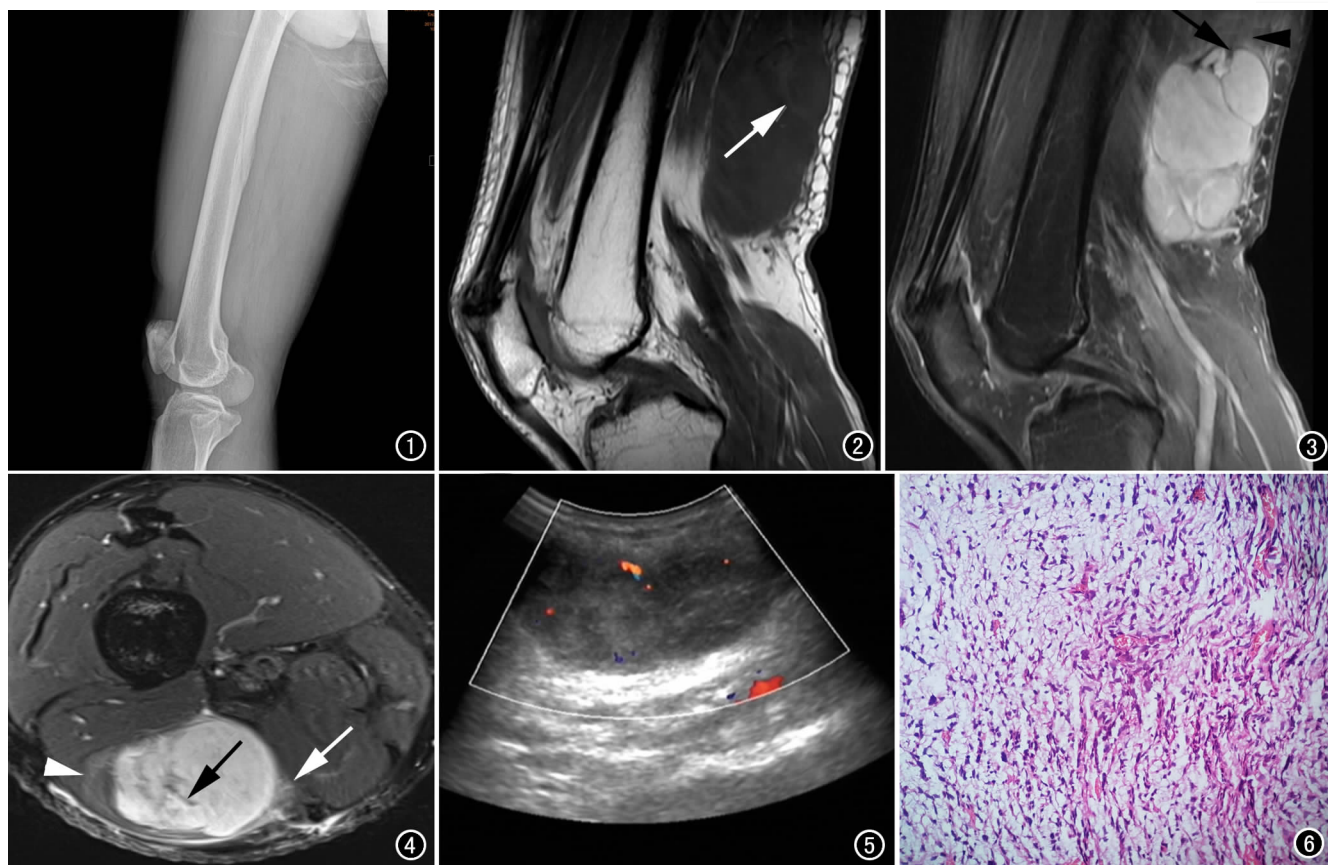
侧位片示右股骨后方软组织层次模糊, 股骨未见异常。图 2 T_1 WI 序列矢状面右股骨后方软组织内见椭圆形等或稍低信号肿块, 部分包膜呈稍高信号(箭)。图 3 PDWI 序列矢状面肿块为混杂高信号, 内见多发结节, 并见条片状低信号灶(箭), 肿块周边见斑片状稍高信号(箭头)。图 4 PDWI 序列轴面示肿块位于右股后肌间隙, 内见多个条片状低信号(黑箭), 股二头肌长头受压(箭头), 肿块周边见斑片状高或稍高信号(白箭)。图 5 超声图示右股部后方软组织见大小约 $8.04\text{cm} \times 3.52\text{cm}$ 非均质低回声团, 边界欠清, 内见少许血流信号。图 6 瘤细胞短梭形或星形, 部分区域排列成短束状, 伴胶原化; 局部细胞丰富, 分裂像罕见, 并见淡蓝色粘液样细胞外间质; 间质内见弓形小血管(HE $\times 400$)。
